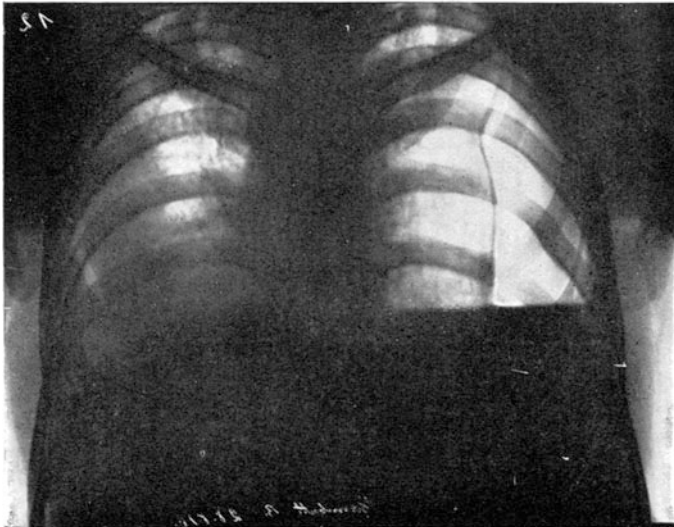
Röntgenbild bei rechtsseitigem Seropneumothorax.
